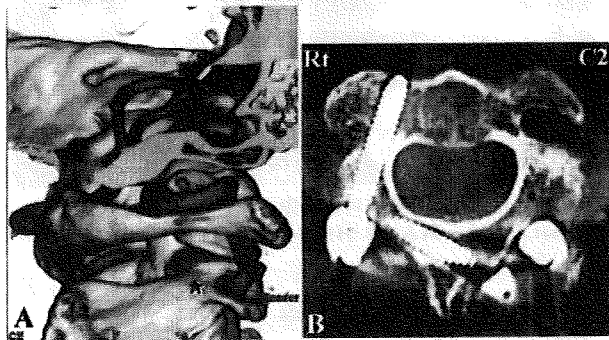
術前3DCTA像(A)および術後CT-MPR像(B). 本例では右C2椎弓根スクリューは刺入可能と判断した。C2椎弓根スクリュー刺入点(★).
